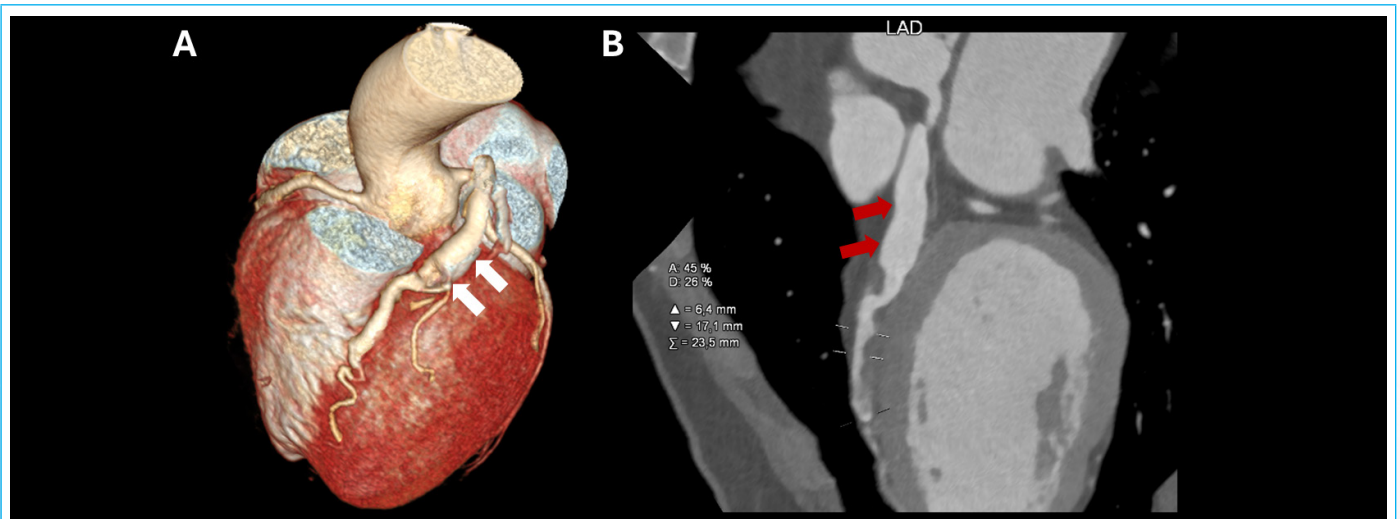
Angiotomografía cardíaca. A: imagen en reconstrucción volumétrica en proyección oblicua. B: imagen en formato multiplanar con sección ortogonal de la arteria descendente anterior. Se observa un gran aneurisma coronario fusiforme.
